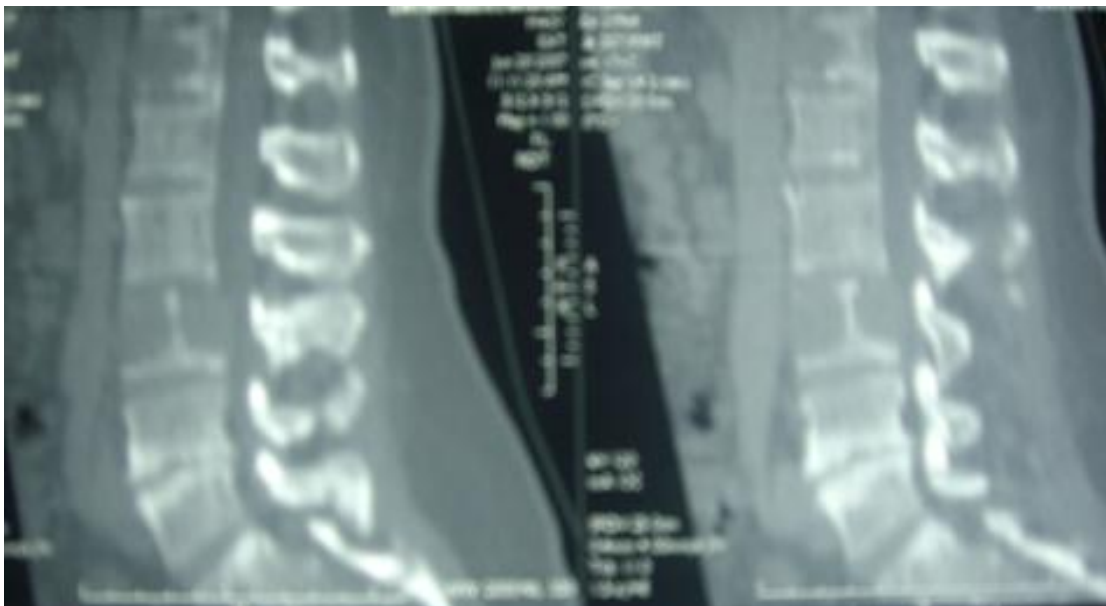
IRM médullaire montrant une atteinte rachidienne d'allure myélomateuse avec compression médullaire à hauteur de D8.
